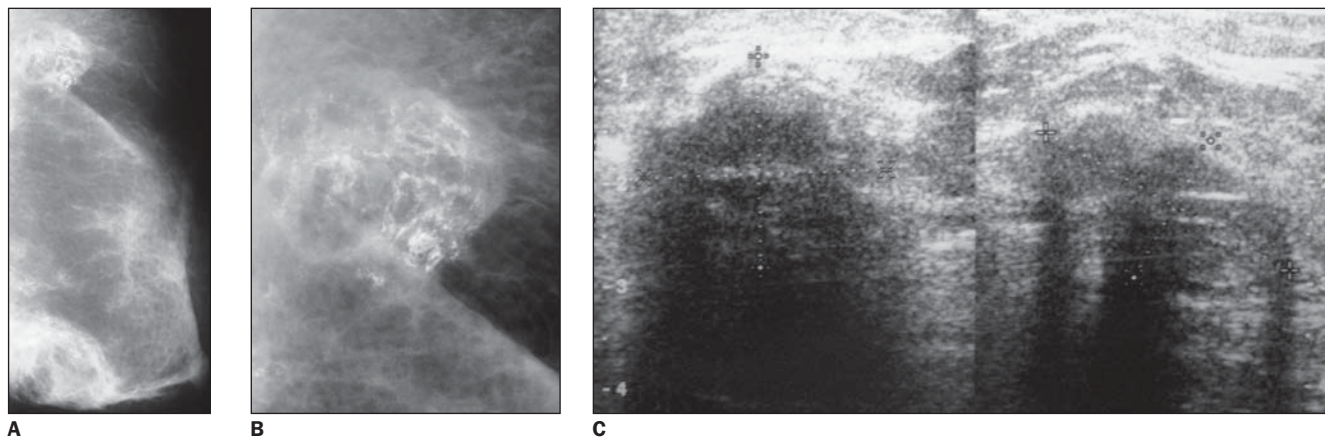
A,B: Mamografia de mama reconstruída por retalho miocutâneo demonstrando duas áreas de maior densidade, com formato arredondado, extensas, com múltiplas calcificações grosseiras e amorfas conglomeradas, que na ultra-sonografia (C) corresponderam a nódulos sólidos, de limites imprecisos, com sombra acústica posterior, características consideradas suspeitas se dissociadas dos dados da mamografia. O diagnóstico histológico foi de áreas de esteatonecrose.
